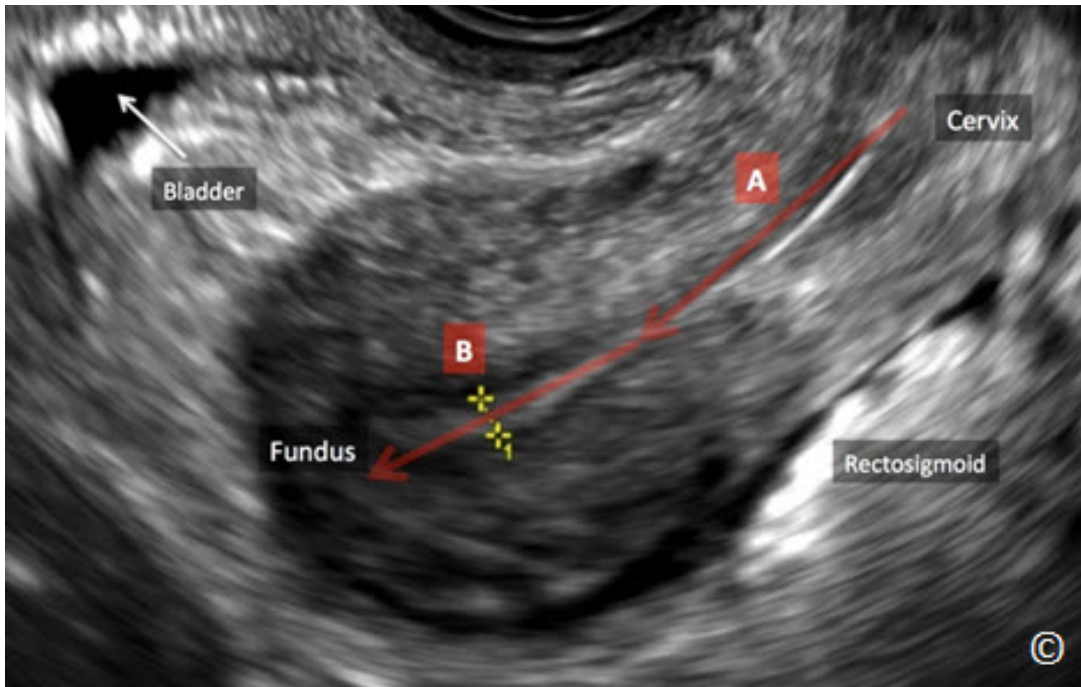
Ultrasonido transvaginal de un útero en anteversión. Nótese la ausencia de angulación entre el segmento uterino inferior (istmo/cérvix) (A) y la parte del fondo uterino (B). La parte del fondo uterino está cerca de la vejiga (con la etiqueta). El rectosigmoide está rotulado.
